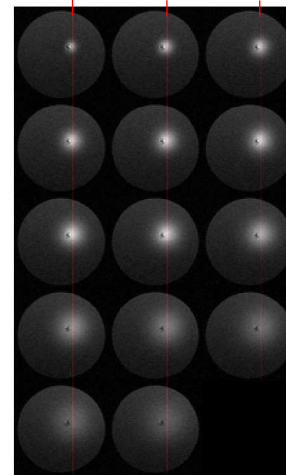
Transverse slice of a gel at the needle tip followed by MRI as a function of time, every 5 min (reading from left to right, line by line). The red lines indicate the plotting line for profiles shown in Figure 3 (C, D). The 20 μL injection is performed here at $0.5 \mu\text{L}\cdot\text{min}^{-1}$. The last six scans correspond to a 30 min post-infusion observation.
